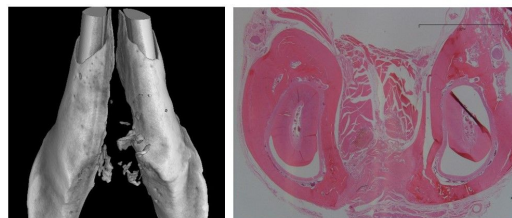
ヒト乳歯MSC細胞シート移植後X線学的および組織学的評価
